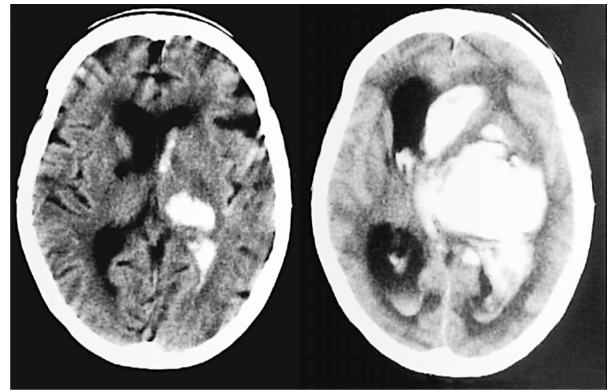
Tomografía computarizada de cerebro con hemorragia intracerebral espontánea gangliobasal, con importante efecto de masa.
